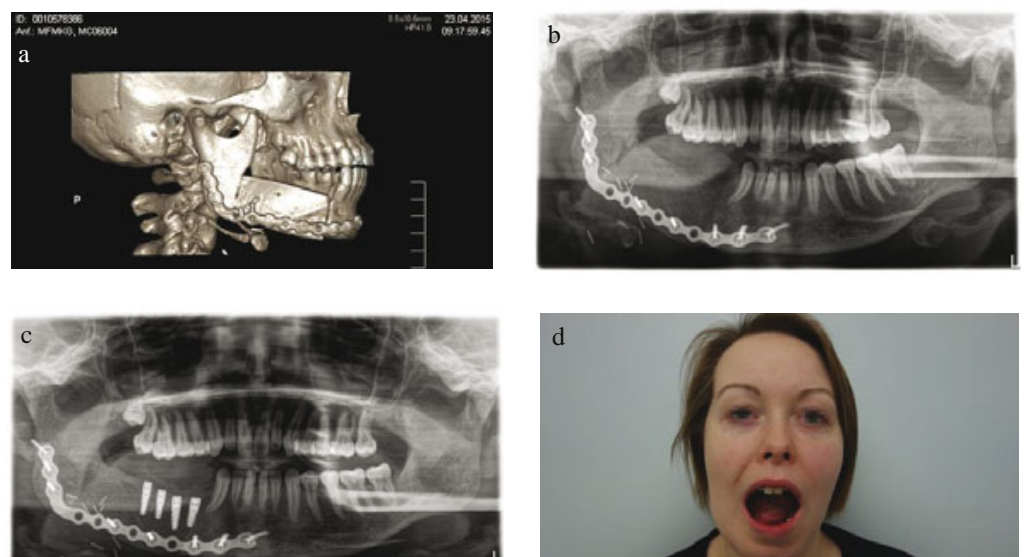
(a) Postoperatives CT in 3D-Rekonstruktion, (b) OPT vor Implantation, (c) OPT mit Implantaten in situ, (d) postoperativer Situs nach 10 Monaten
